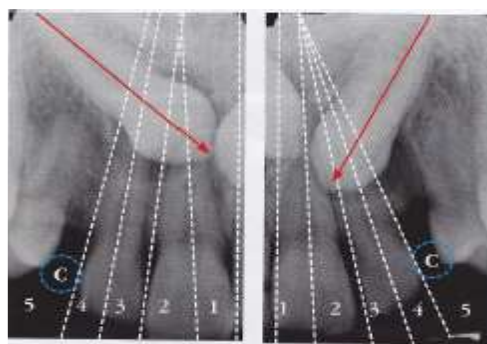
Rx, periapical, posición de cúspides de caninos con respecto a la línea media.
